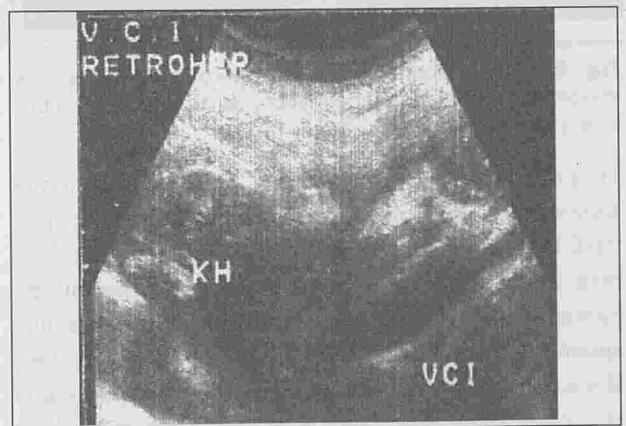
échographie abdominale : Kyste hydatique du segment IV au contact de la VCI
